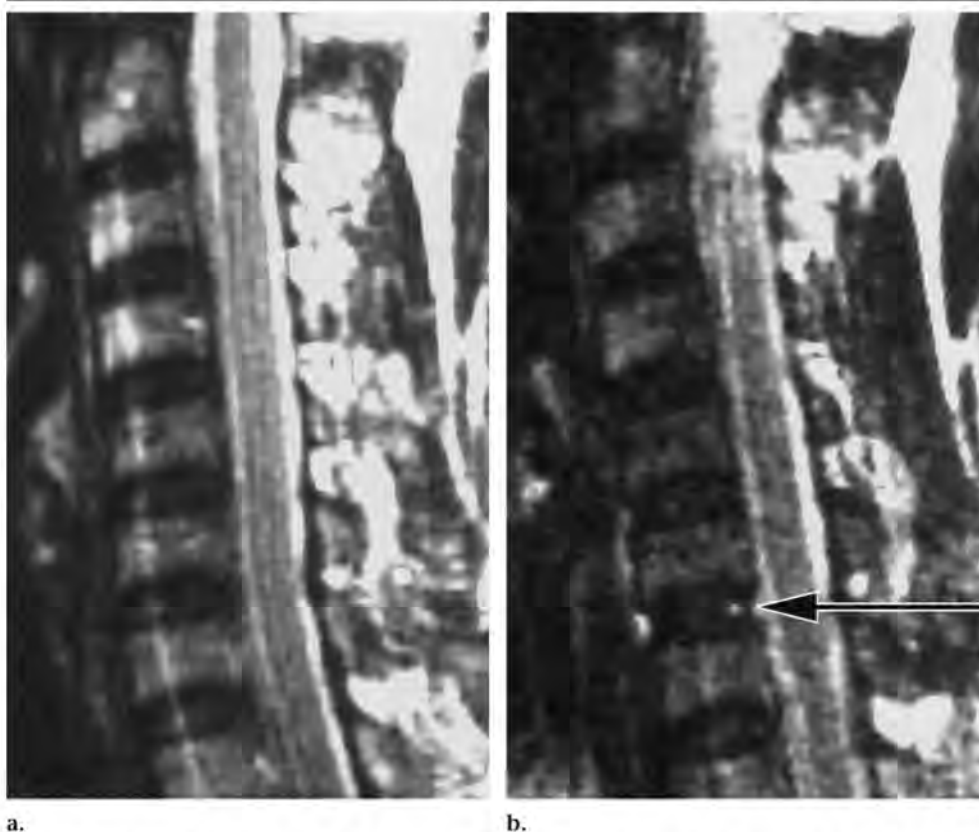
Sagittal T2-weighted MR images (4,000/128) of the cervical spine of a healthy volunteer in (a) neutral and (b) traction states. Dimpling of the annulus capsulae (arrow in b) is seen at traction.
